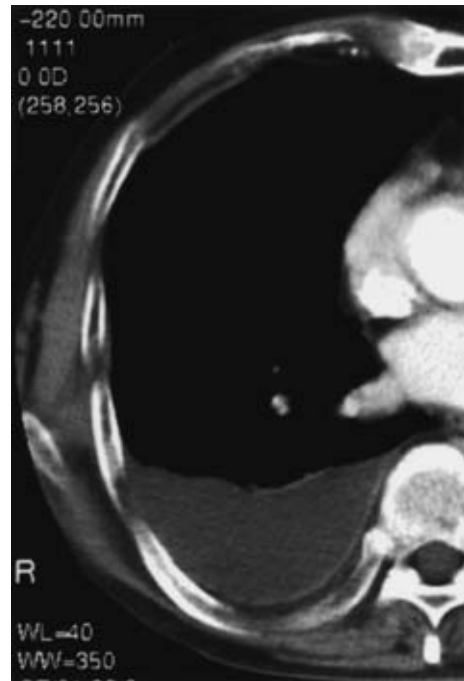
Chest computed tomography scan on admission, showing right pleural effusion.
